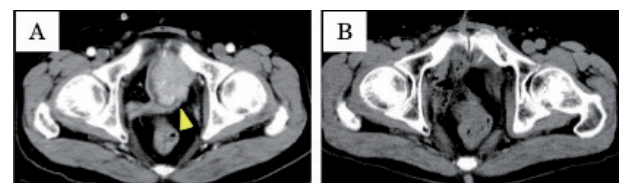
(A) Contrast computed tomography (CT) shows tumor infiltration of the urinary reservoir (arrow). (B) Plain CT shows tumor infiltration after radiation therapy.
